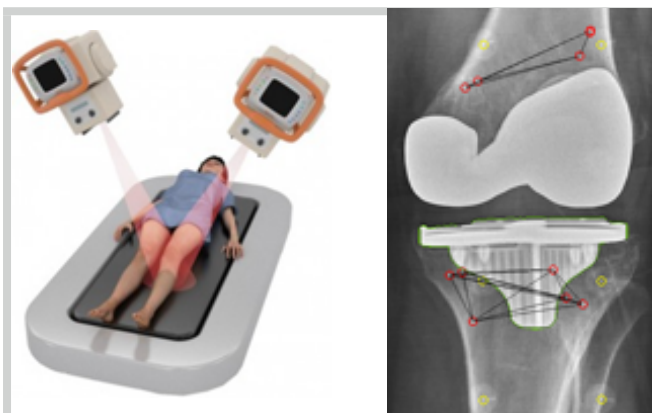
Due radiografie calibrate simultanee utilizzate per monitorare con precisione i cambiamenti nella posizione dell'impianto nel corso del tempo
